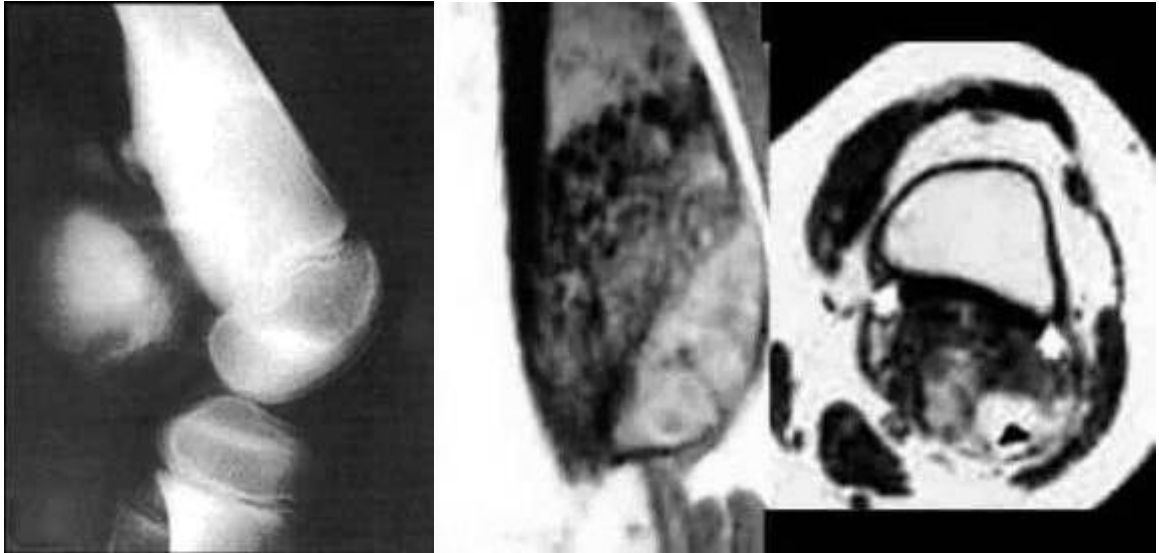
Рентгенограма в бічній проекції та МРТ T1-, T233 у фронтальній і аксіальній площинах. Параоссальна ОС – у м'яких тканинах, на рівні дистального метафізу стегнової кістки, визначається опукло-овальної форми та кісткової щільності утворення без чітких контурів, що викликає обмежений гіперостоз і атрофію від тиску - стрілки (за Sutton D.).
